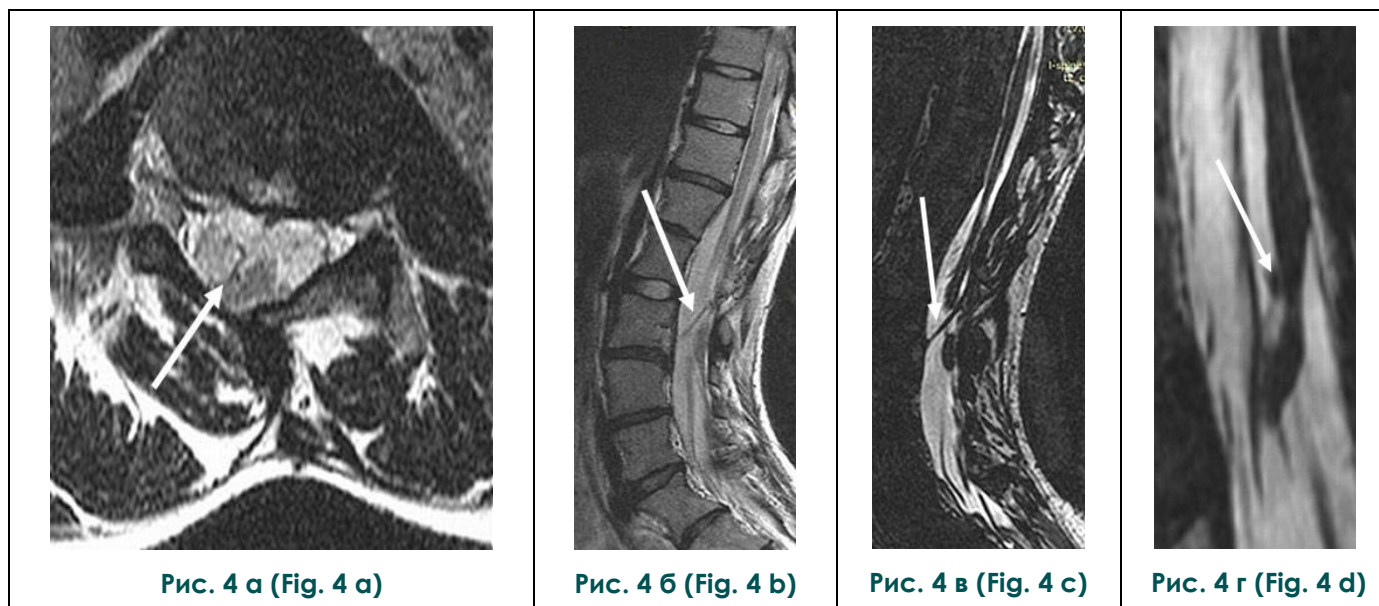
МРТ позвоночника.
